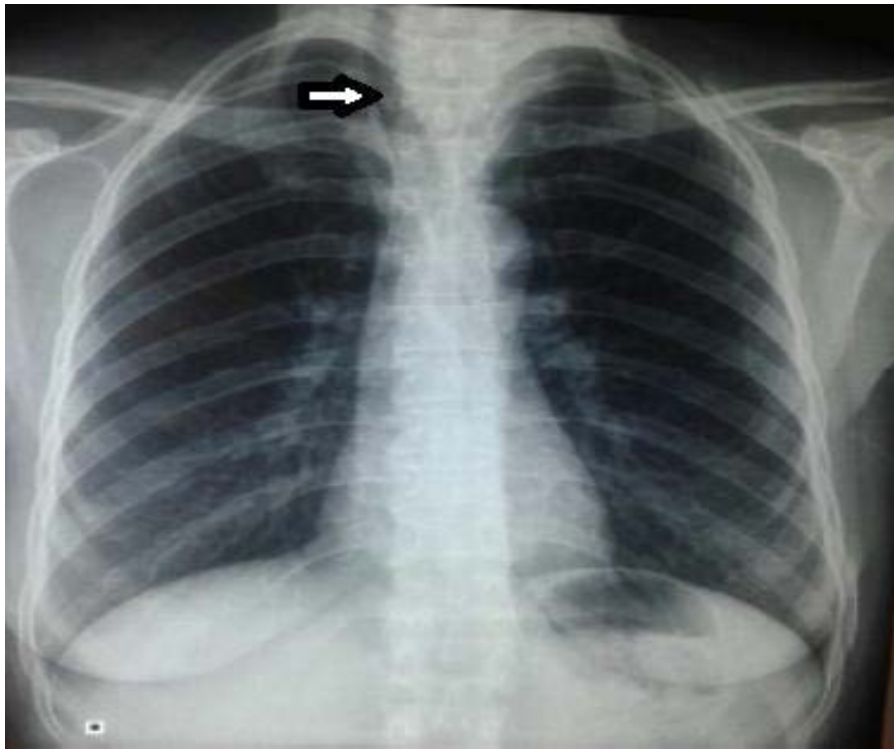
Radiographie thoracique montrant une opacité cervicale plongeante dans le médiastin supérieur avec déviation trachéale.
